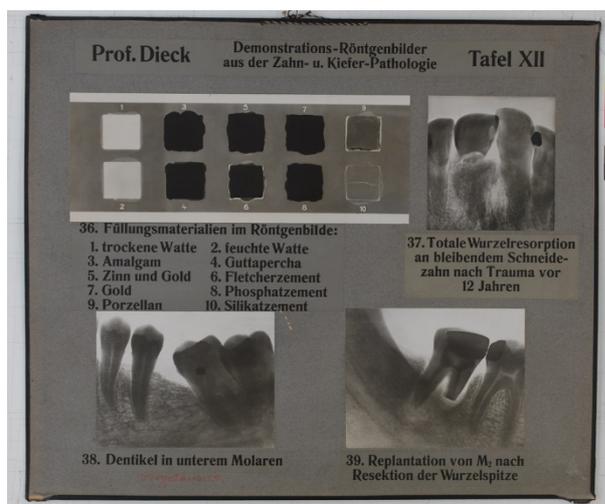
Röntgentafel LT 71¹
